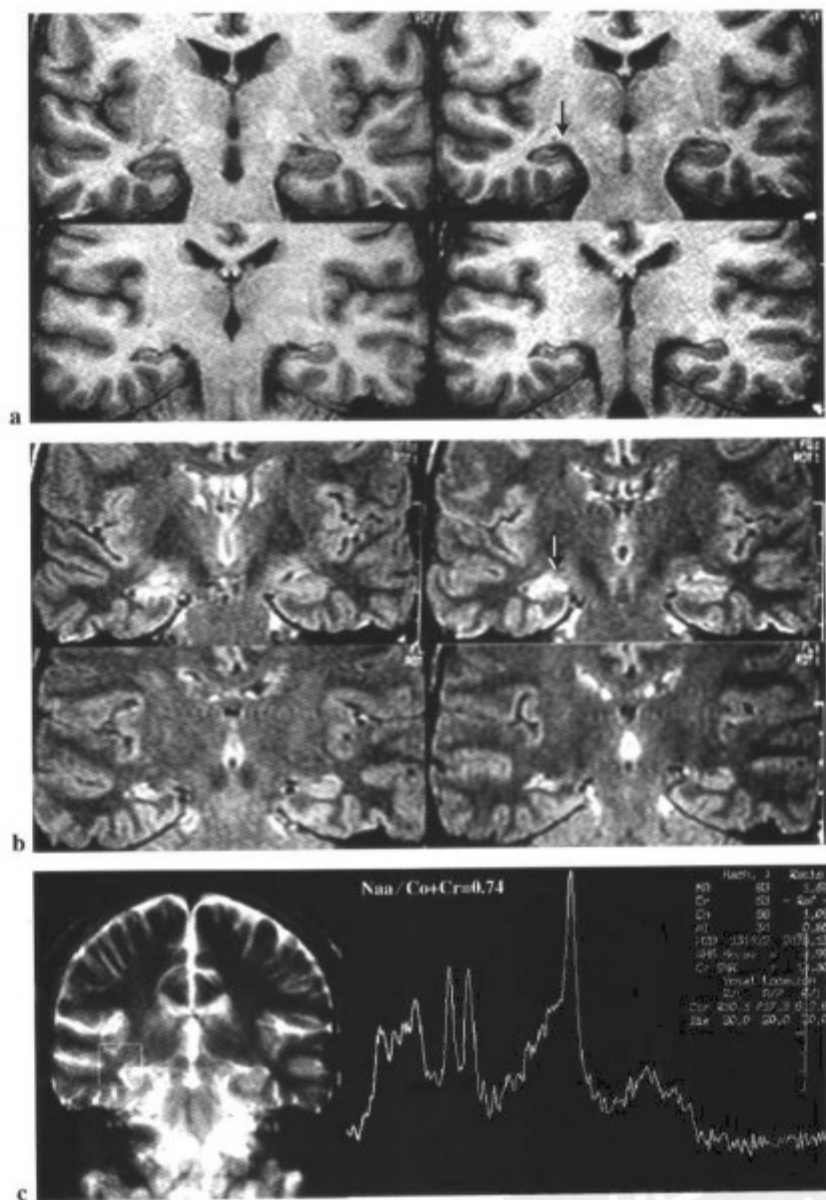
35 岁男性复杂性不完全癫痫。(a) 冠状面 T1WI 三维毁损梯度回波 (3D SPGR) 显示右侧海马容积减小 (箭标)。(b) 冠状面 MRI, 除了容积减小, 右侧海马呈高信号, 为典型的内侧海马与硬化 (箭标)。(c) 但是, 右侧海马波谱分析是正常的, 可能由于其容积减小, 其邻近正常实质的部分容积效应所致。
